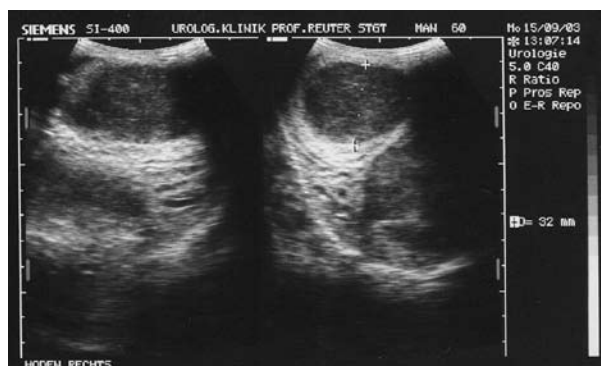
Sonografía testículo derecho
